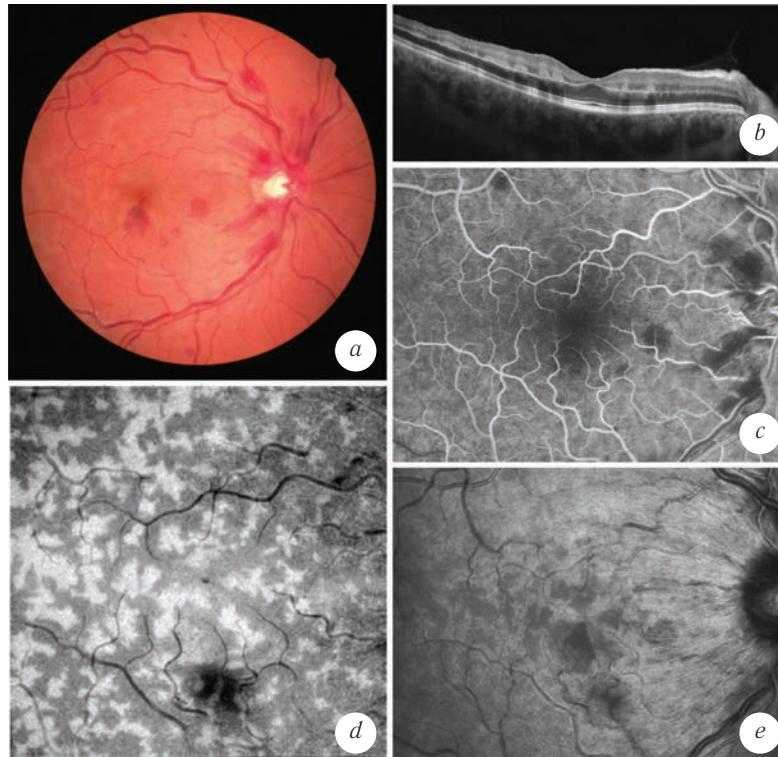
Случай папоротникообразной перивенулярной парацентральной острой срединной макулопатии: *a* — цветная фотография демонстрирует участки едва заметного побледнения сетчатки, а также кровоизлияния в различных слоях сетчатки; *b* — оптическое когерентное томографическое кросс-секционное структурное изображение визуализирует участки побледнения внутреннего ядерного слоя; *c* — оптическая когерентная томографическая структурная анфас-проекция в пласте глубокого сосудистого комплекса демонстрирует многочисленные зоны парацентральной острой срединной макулопатии, расположенные по ходу ретинальных вен; *d* — флюоресцентная ангиография демонстрирует сохранность перфузии и небольшое количество кровоизлияний; *e* — инфракрасная сканирующая лазерная офтальмоскопия демонстрирует гипорефлективные участки, соответствующие зонам глубокой ишемии
